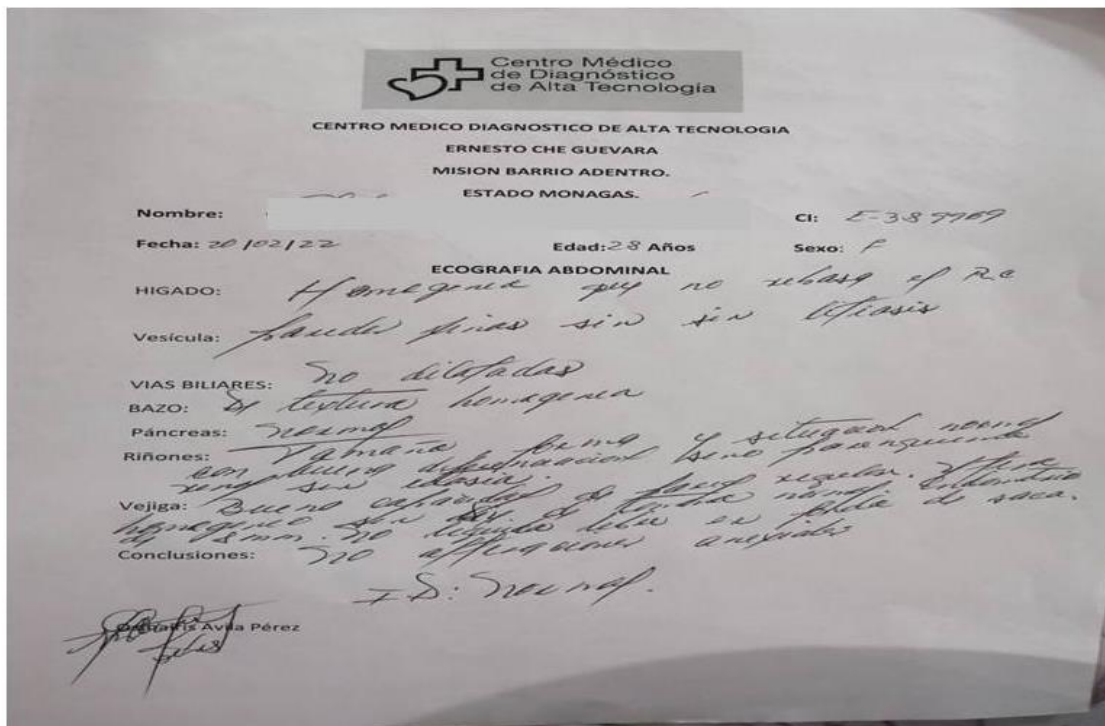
Resultados de la ecografía abdominal
